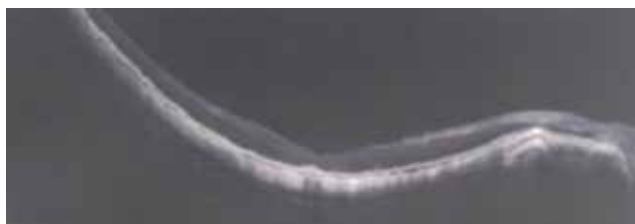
Оптическая когерентная томография этапа восстановления анатомии сетчатки после хирургии с аутологичной кондиционированной плазмой (АКП) в сроки до 6 мес.
